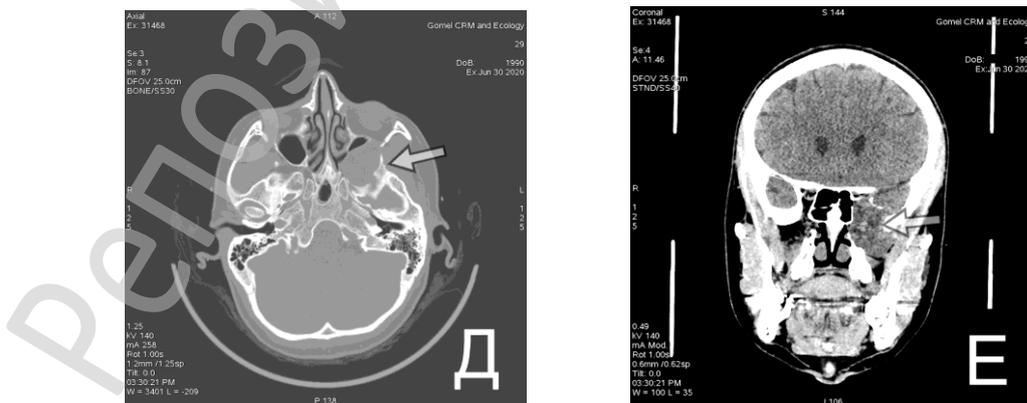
КТ лицевого черепа в аксиальной (Д) и коронарной (Е) плоскостях. Неоднородное образование в левой крылонебной ямке (указано стрелкой)
